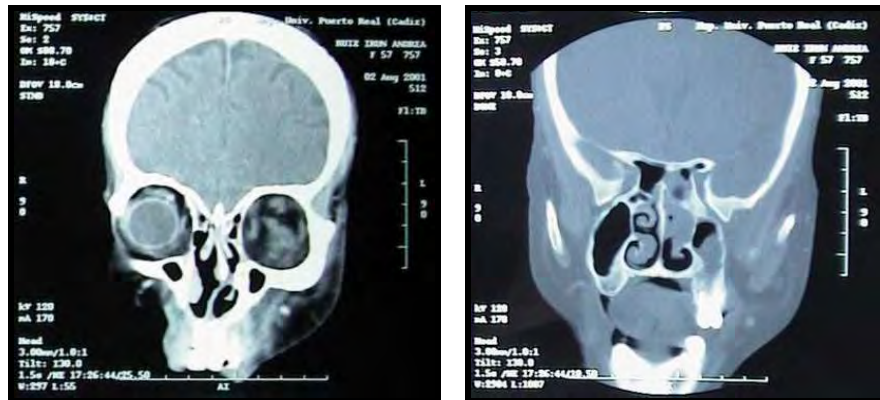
TAC de un paciente pediátrico con mucormicosis rinocerebral.⁷⁰
